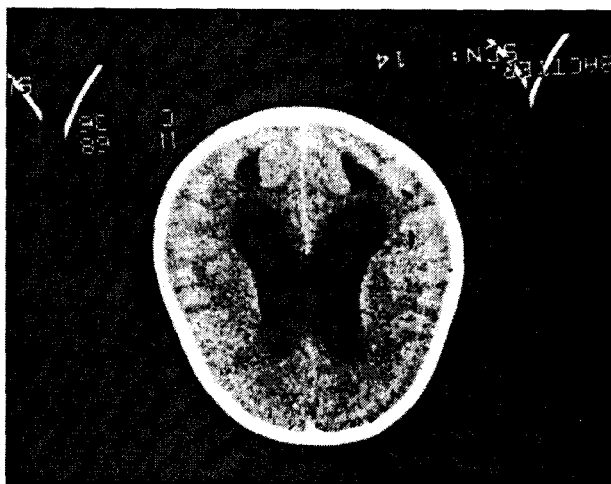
CT-scan – hidrocefalie gradul II/III, evolutivă în care se constată comprimarea parenchimului cerebral.
